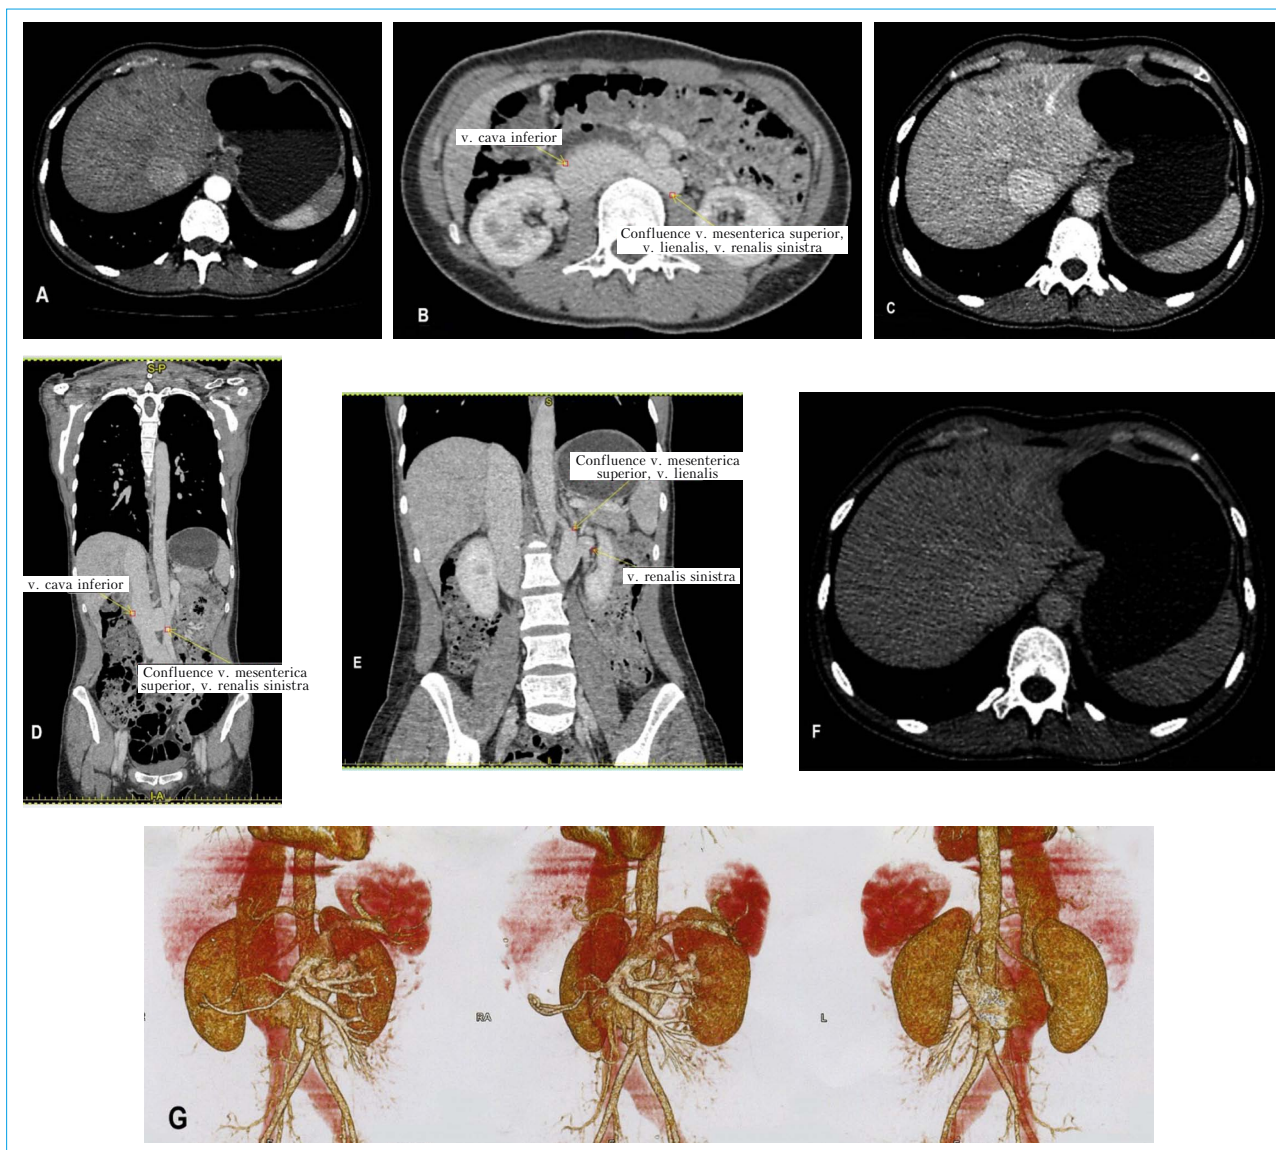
Компьютерная томография
